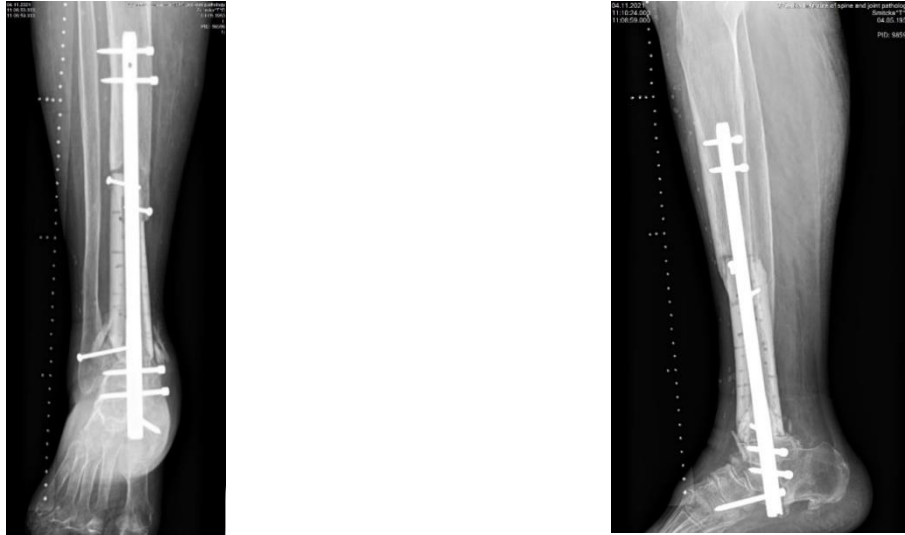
Фотовідбитки рентгенограм правої гомілки пацієнтки С., 68 років (історія хвороби № 98596) через 6 міс після оперативного втручання та проведених курсів поліхіміотерапії. Відзначається ремоделювання кісткової тканини (зрощення) у зоні контакту алоімплантата кістки реципієнта.
